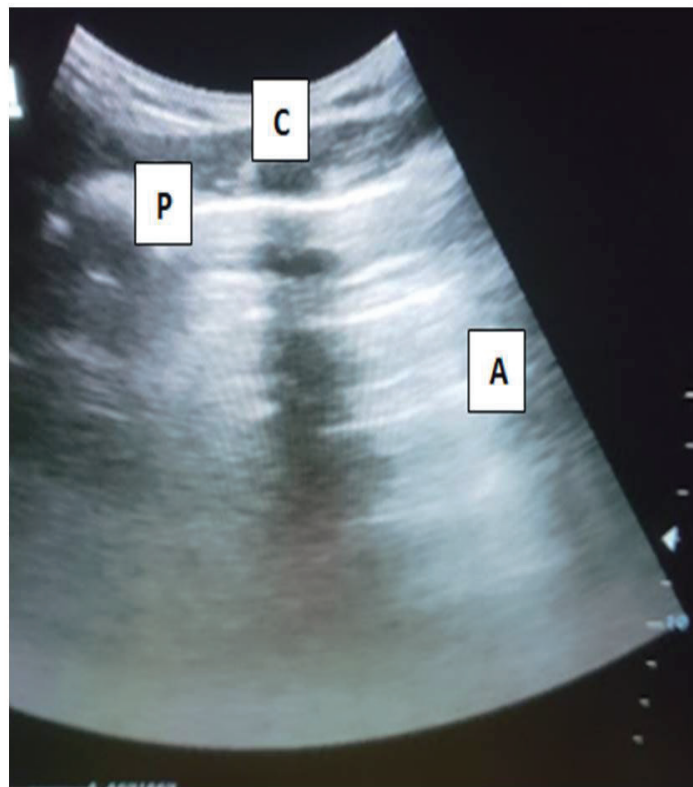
Ecografía pulmonar normal.
